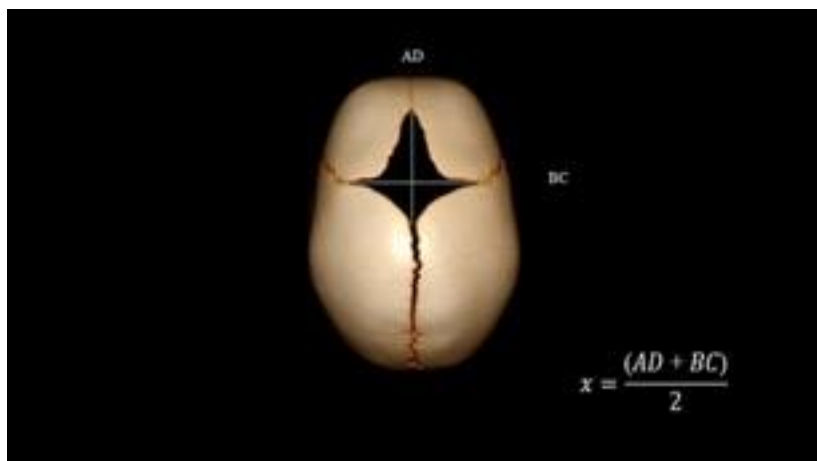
Medida de la fontanela anterior en una tomografía con reconstrucción 3D y fórmula para el cálculo del tamaño medio de la fontanela con el método de Popich y Smith (9,14).
